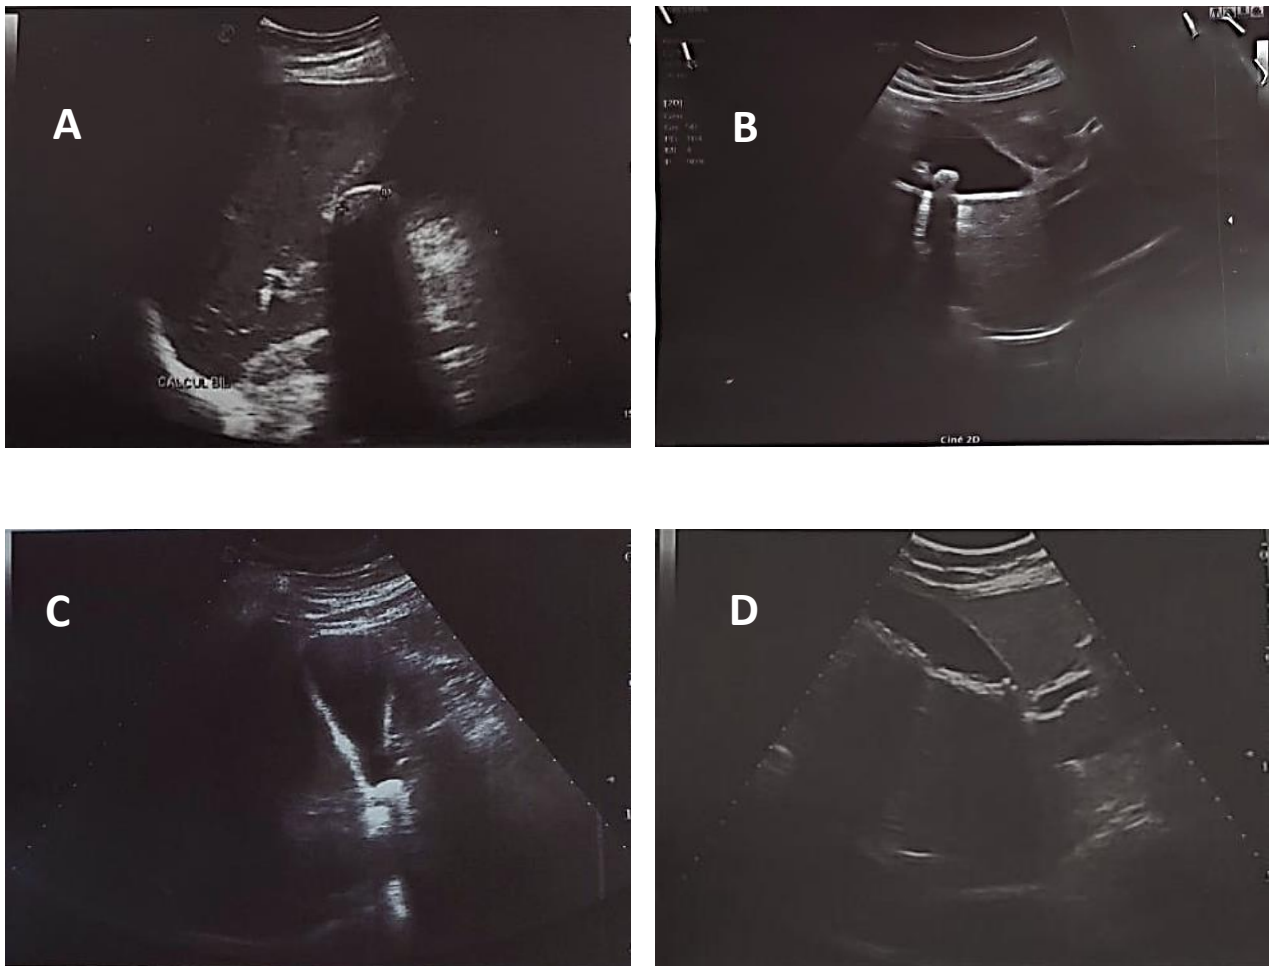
Images échographiques de lithiases vésiculaires générant un cône d'ombre postérieur : calcul de forme arciforme (A), deux macro-calculs (B), lithiase siégeant au niveau du collet (C), multiples micro-lithiases de la vésicule biliaire (D)
